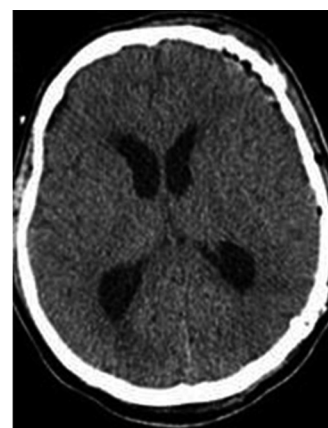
高血压脑出血去骨瓣血肿清除术后复查CT示中线移位显著恢复,基底池再现
